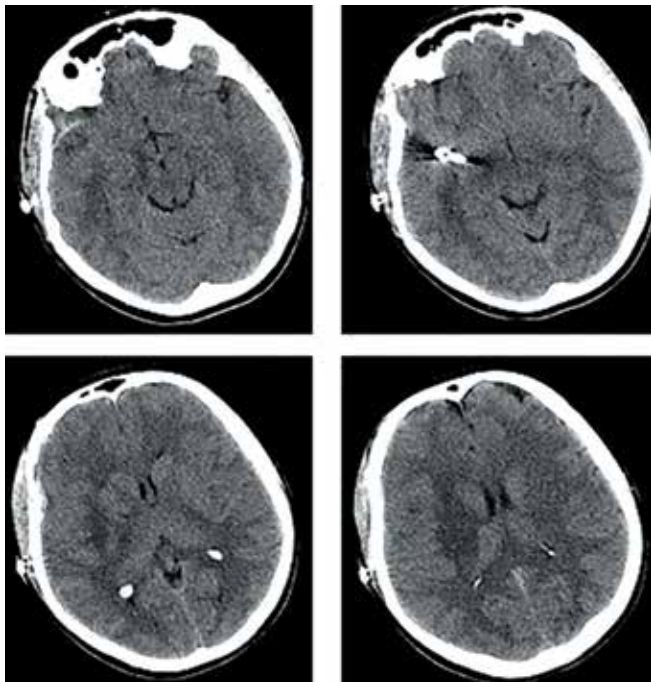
Компьютерная томография головного мозга пациентки С. в 1-е сутки после операции
